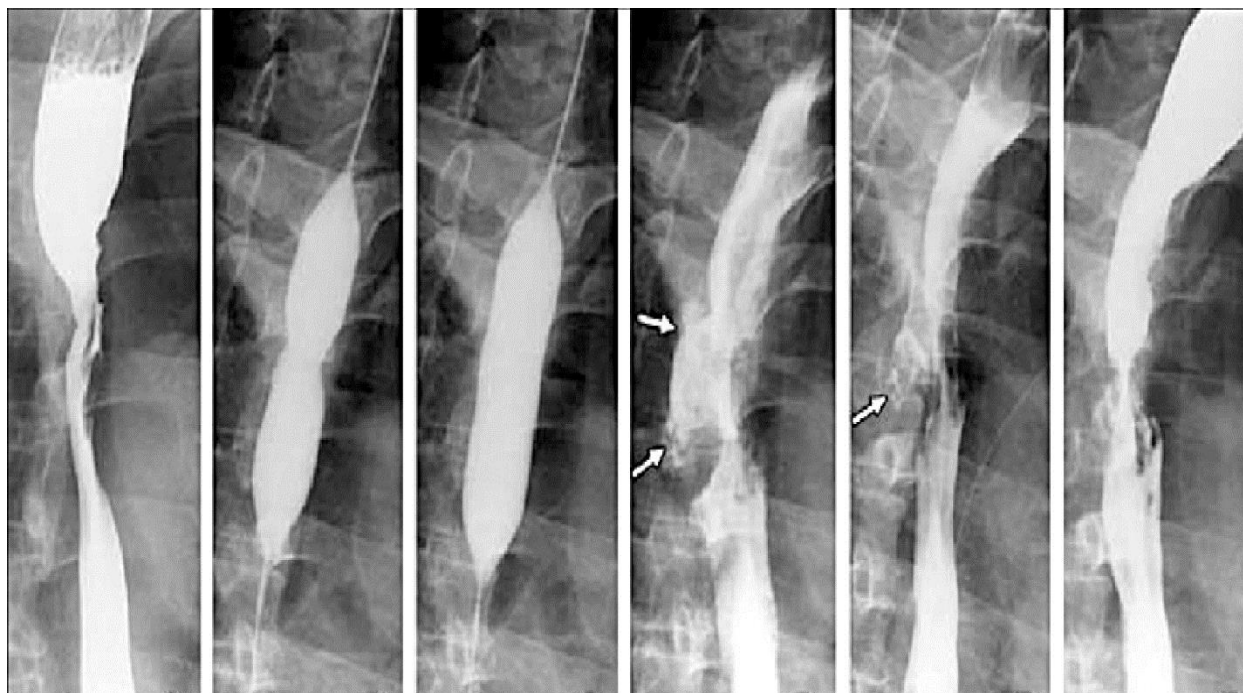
Рентгенографія у вертикальному положенні з використанням сульфату барію
